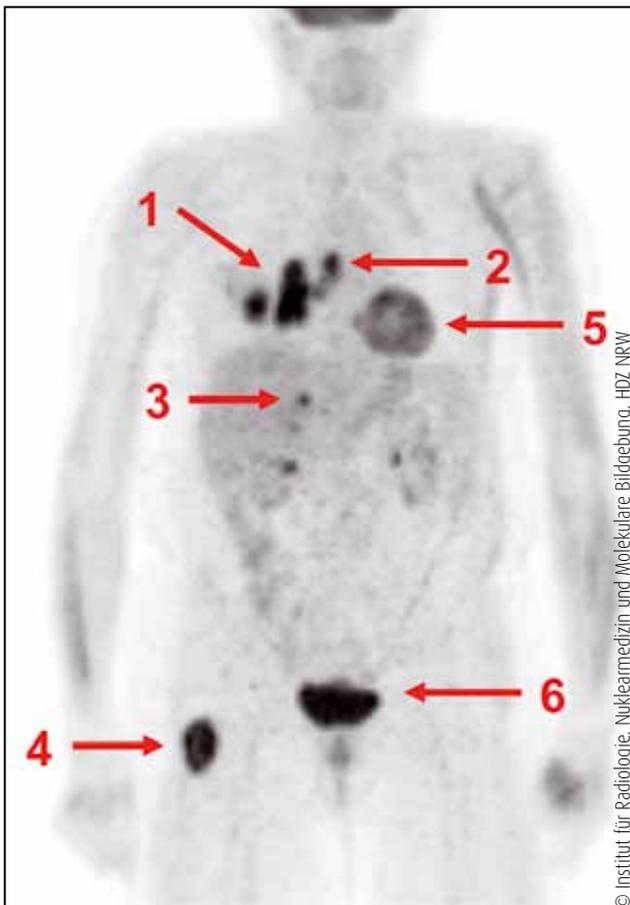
Großer Lungentumor (1) mit Lymphknotenmetastase (2). Beide Tumorstellen waren zuvor mit der CT entdeckt worden. Mit der PET konnten zusätzlich eine Fernmetastase in der rechten Nebenniere (3) und im rechten Oberschenkel (4) nachgewiesen werden. Normale Anreicherung der Untersuchungssubstanz im Herzen (5) und in der Blase (6).
